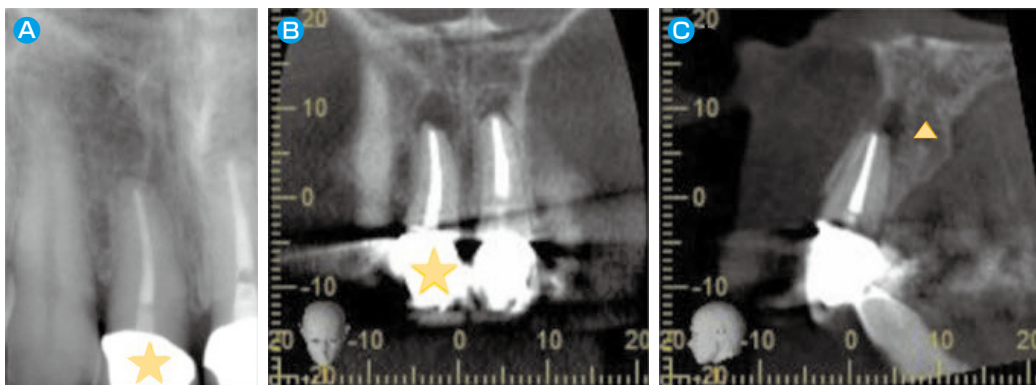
デンタルエックス線写真では見つからない根尖病変がCBCT画像では見つかる（i-View）
